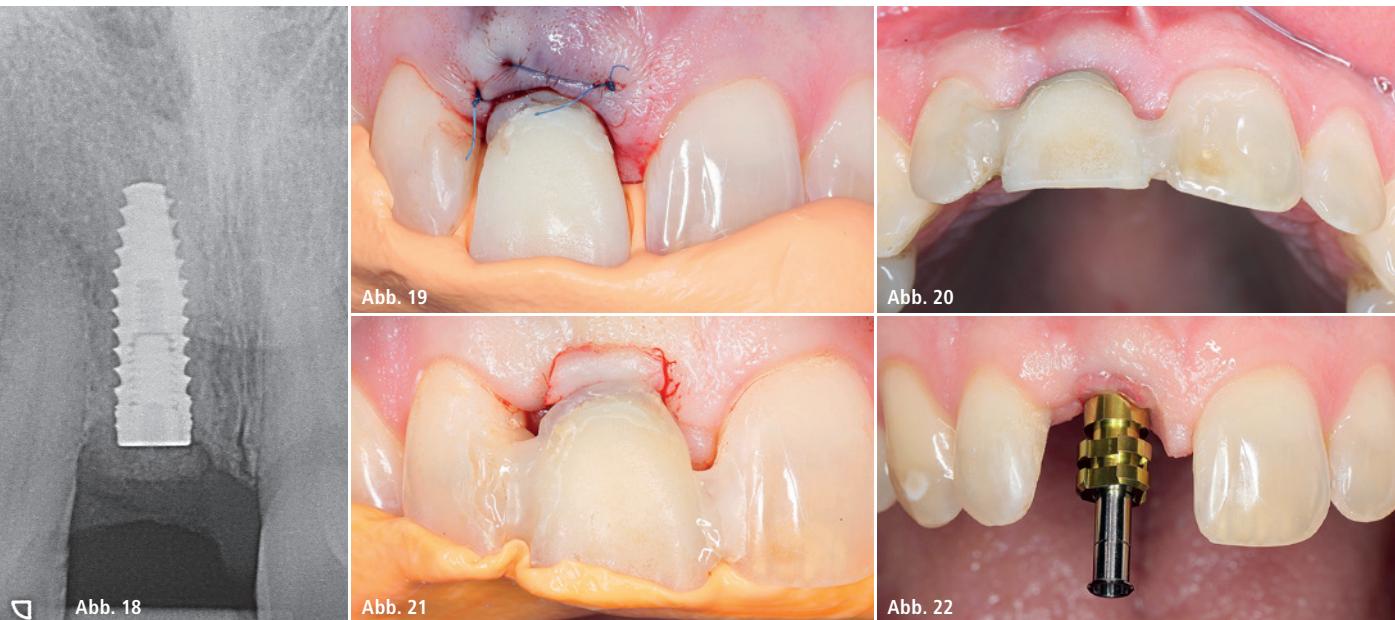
Das Kontrollröntgenbild postoperativ. – Abb. 19: Refixierung des patienteneigenen Zahnes als biologisch aktives Langzeittherapeutikum mittels präoperativ angefertigtem Silikonschlüssel. – Abb. 20: Guterhaltene Kontur drei Monate postoperativ vor Freilegungsoperation. – Abb. 21: Minimalinvasive Rolllappentechnik und Refixierung des patienteneigenen Zahnes in die Ursprungssituation. – Abb. 22: Offene Abformung.
